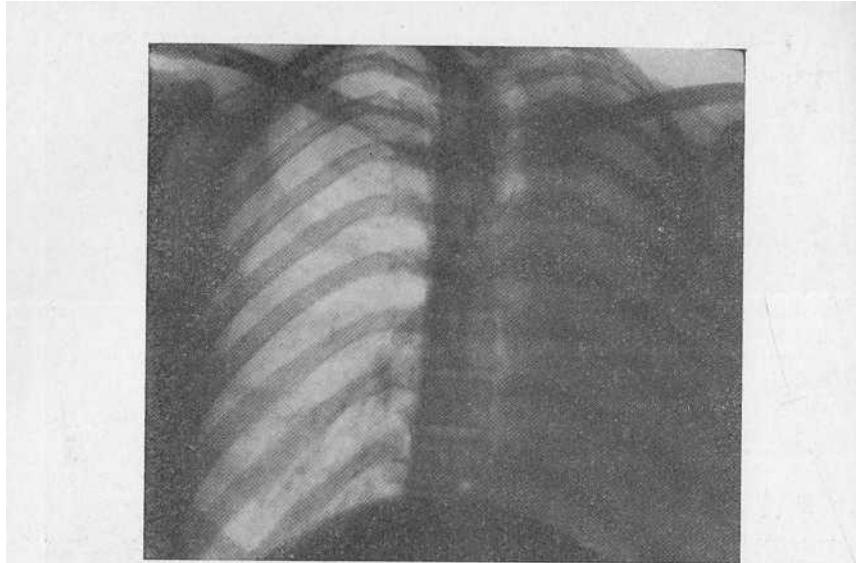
Рентгенограмма больной Ю. Левая половина грудной полости затемнена, левого легкого не видно. Правое легкое увеличено в размерах, пролабирует в левую половину грудной полости. Трахея, сердце и крупные сосуды смещены влево.
